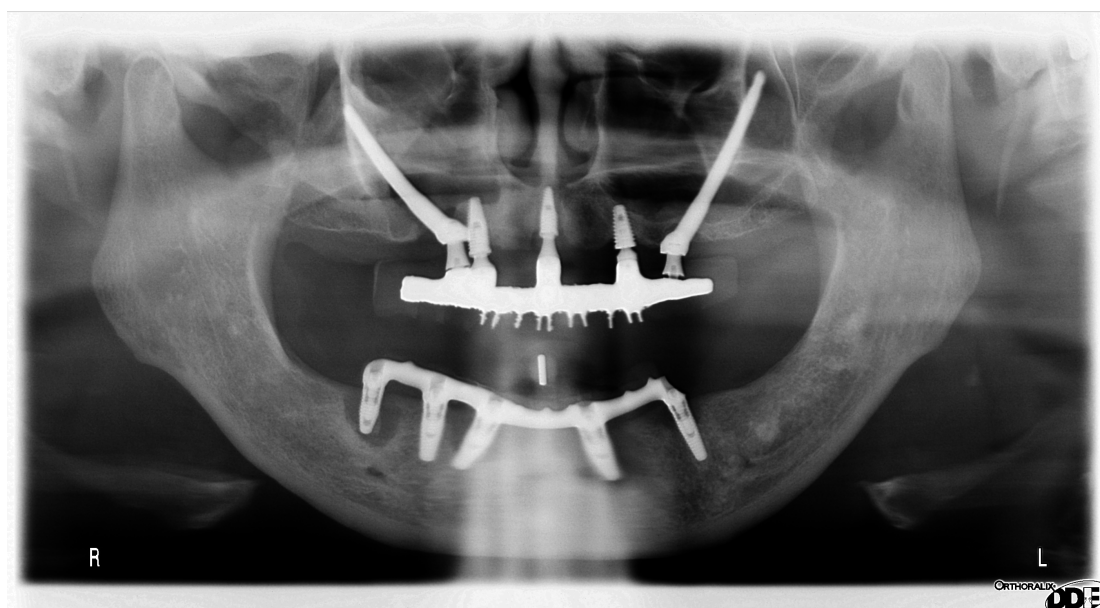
Radiografia panorâmica inicial do caso clínico.
